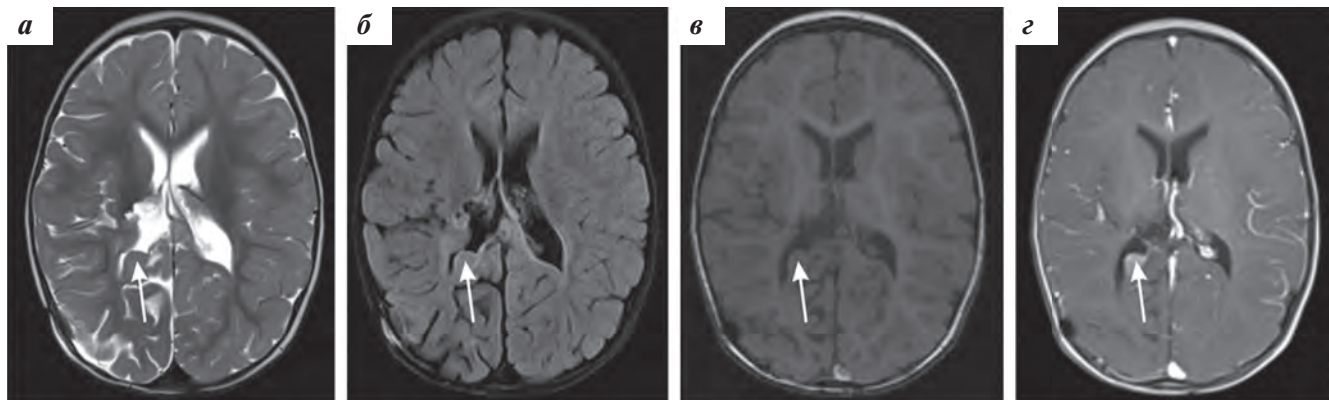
Контрольная МРТ головного мозга с контрастным усилением после ПХТ. Признаки продолженного роста опухоли в заднем роге правого бокового желудочка и правой теменной доле: а — T2-ВИ; б — FLAIR; в — T1-ВИ; г — T1-ВИ с контрастным усилением
